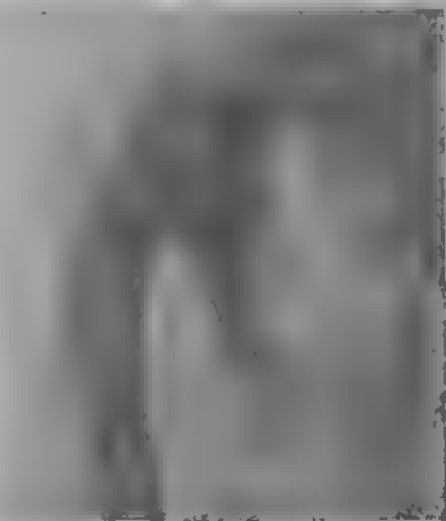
Рентгенограммы рис. 324 а—d. Остеотомия в области вывиха, вызванная вывихом, вызванным вывихом.
